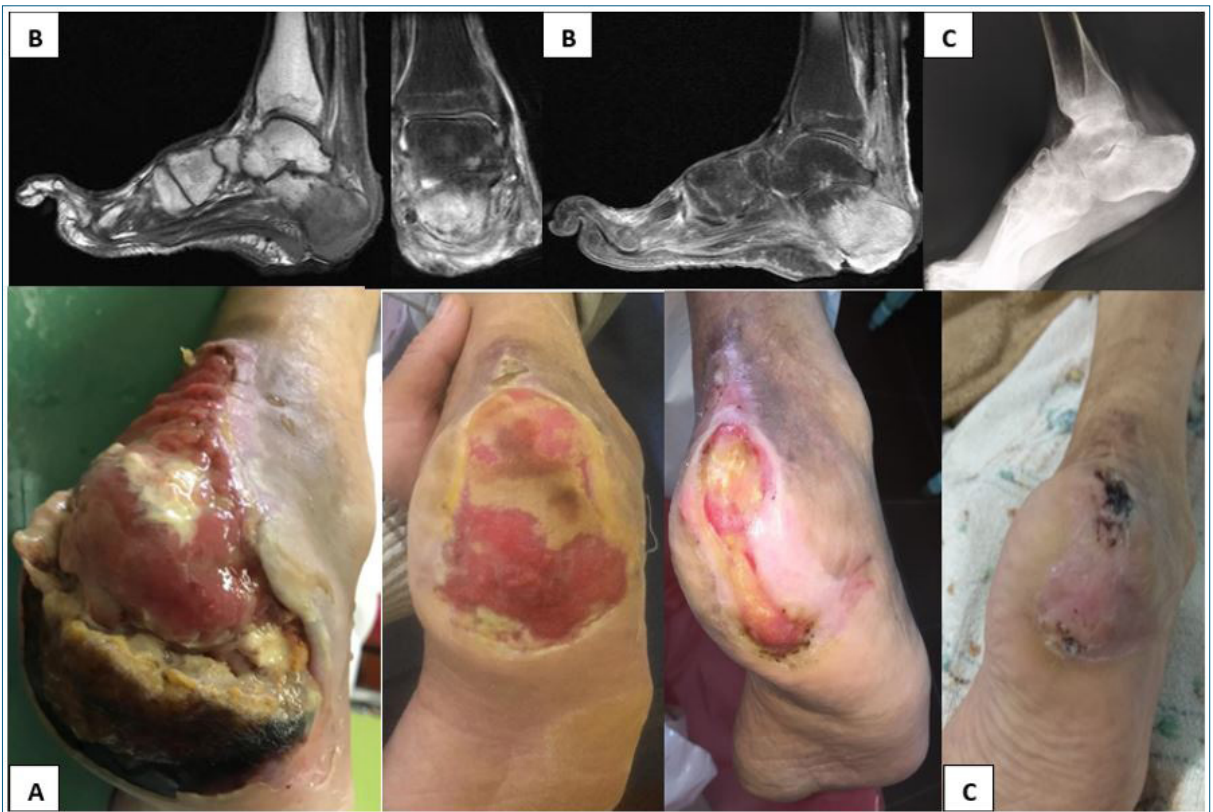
Paciente 2. A) Úlcera de Wagner* III-IV. Necrosis de la almohadilla plantar, pie derecho. B) Resonancia magnética. Cortes sagitales y coronales ponderados T1 con contraste: pérdida tegumentaria, edema de todos los planos, grasa de Kagger y tejido celular subcutáneo posterior. Edema del calcáneo en sector plantar y posterior que se refuerza con el contraste. En bloc quirúrgico, resección de partes blandas y restos óseos. Cicatrización al año. C) Rx a los dos años. Escoriaciones en talón por apoyo a los 2 años. Se confeccionan plantillas de descarga personalizadas.
